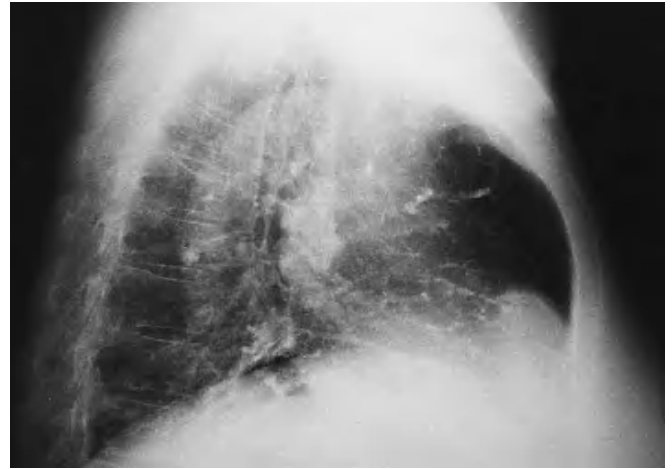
Radiografía lateral de tórax. Opacidades tubulares que siguen el trayecto de los vasos pulmonares.
